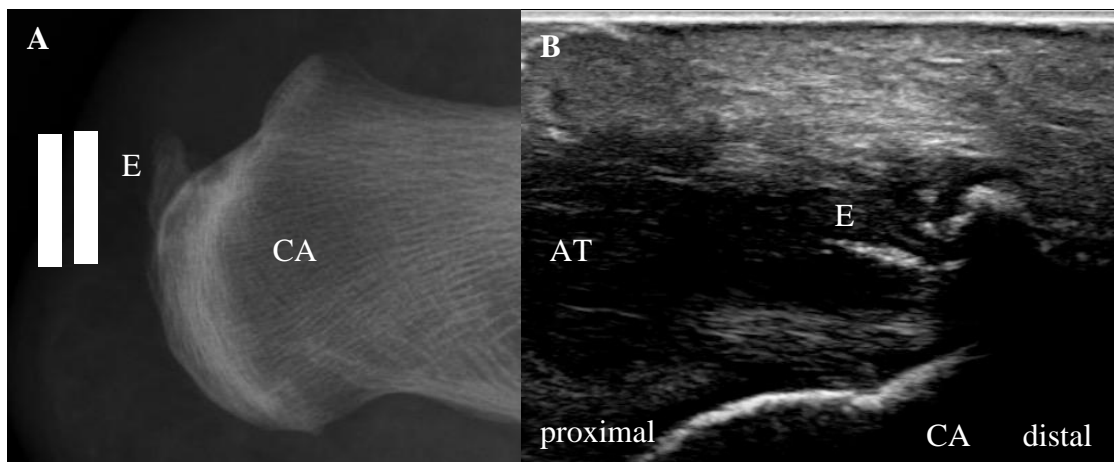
Darstellung der Achillessehne links in der Röntgen- und Ultraschalldiagnostik
